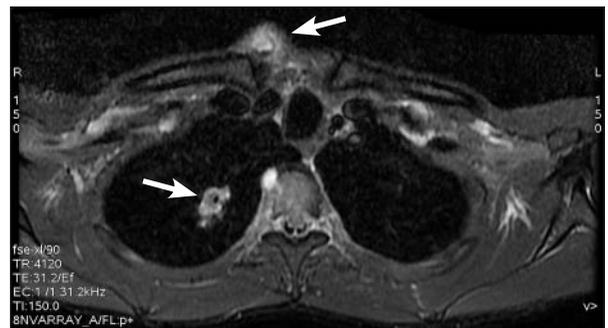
Resonancia magnética axial de tórax (con técnica de supresión grasa por recuperación de inversión [STIR]), con masa subcutánea hiperintensa pre-esternal, sin compromiso de la articulación esternoclavicular ni el esternón. Además, infiltrado cavitado basal derecho (flechas).
